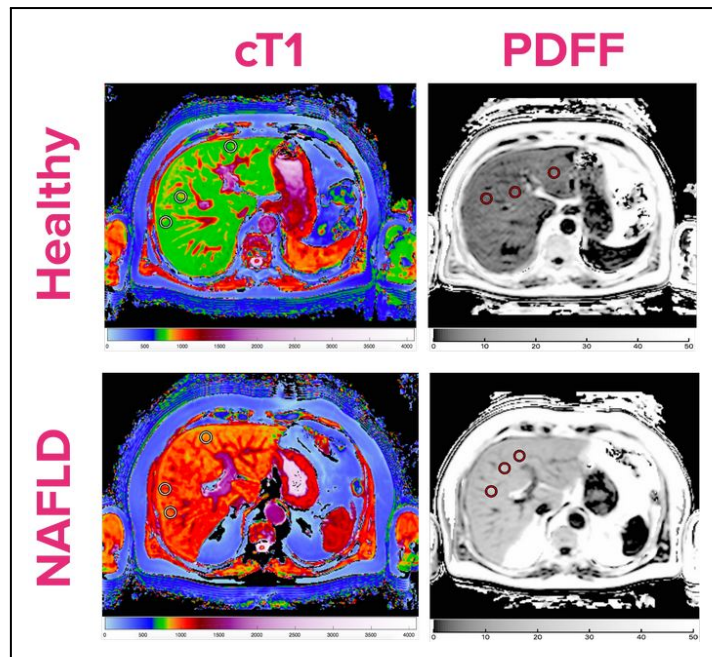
Imagerie de foie sain et foie NAFLD par IRM cT1 et PDFF [143]
